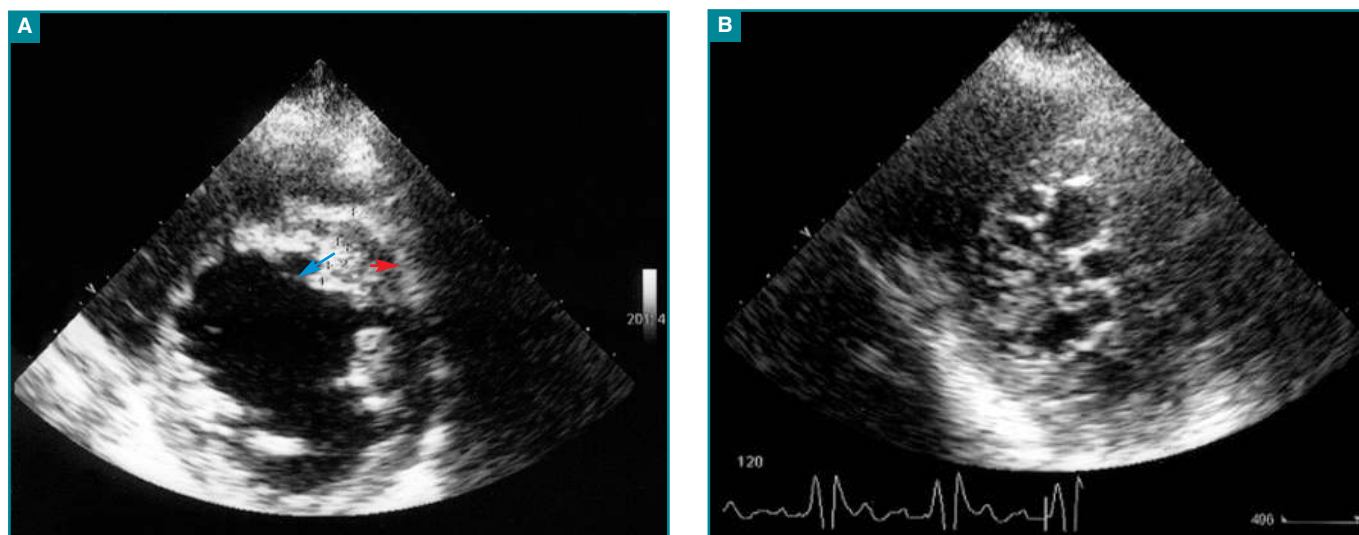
(parasternal court axe – A : médian, B : apex) : Regardez attentivement ces images. Le diagnostic est maintenant évident.
